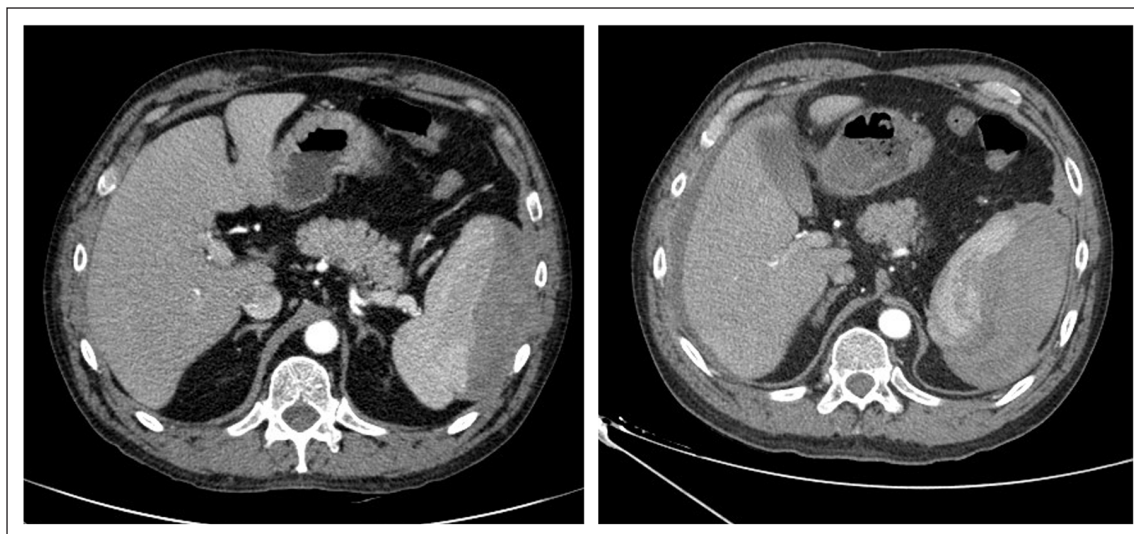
Imágenes correspondientes a pruebas de imagen abdominal (TC) realizadas al paciente con 12 h de diferencia entre ambos estudios. (Izquierda: Hematoma esplénico de 11 x 3 cm; Derecha: Aumento de hematoma esplénico y aparición de líquido libre en cavidad peritoneal).
